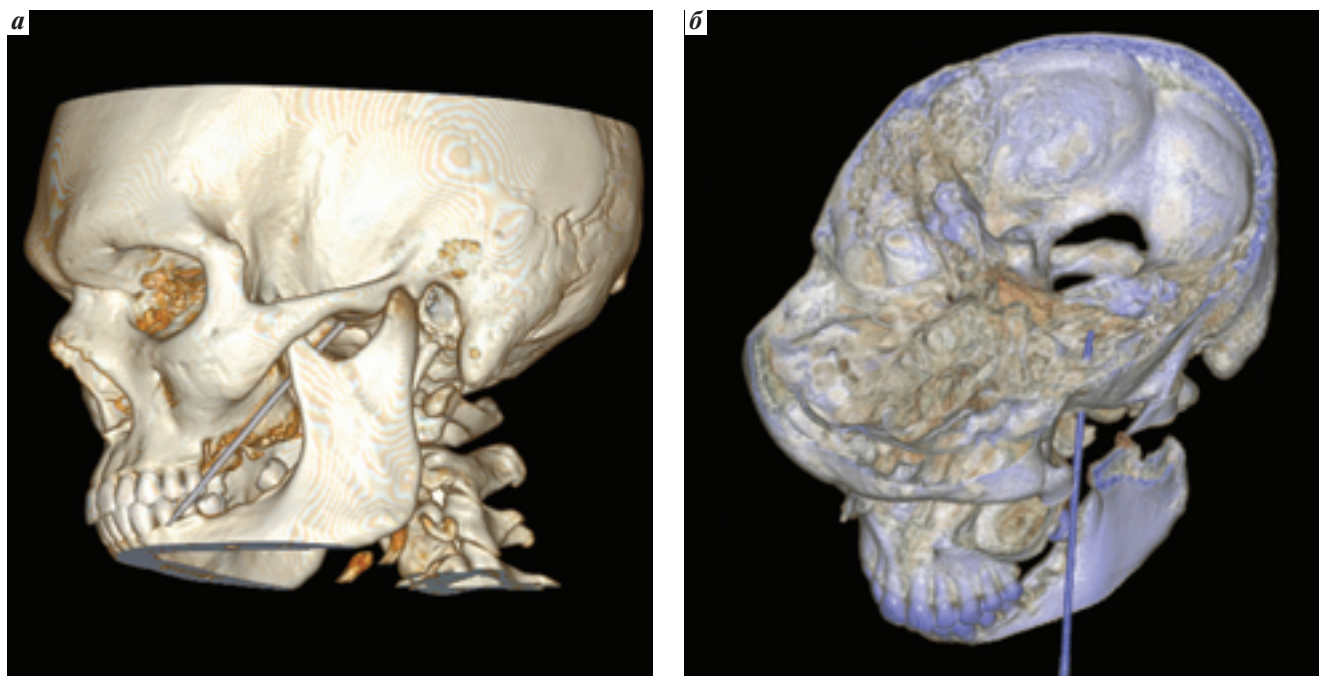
Положение электрода во время операции ЧВРС по данным КТ головы в режиме 3D реконструкции (а) и в аксиальной проекции (б)
